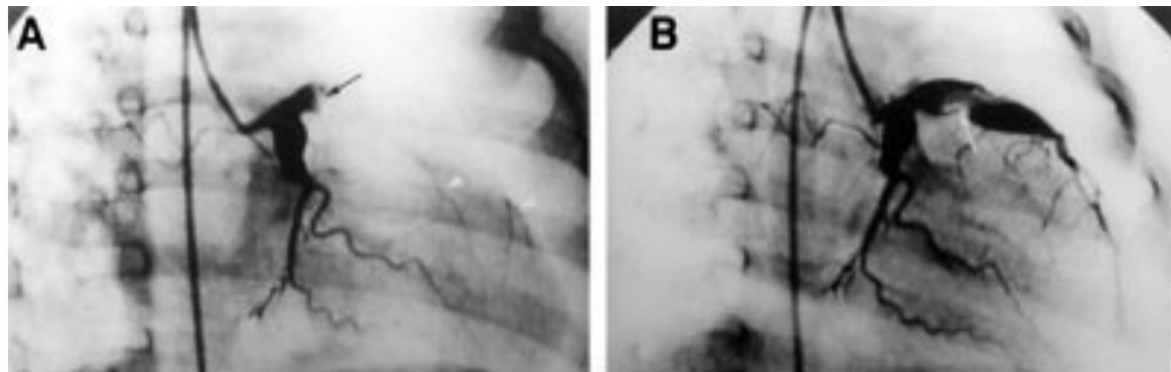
Upper panels: selective left coronary angiograms before and after intracoronary thrombolytic treatment in a one year old boy, showing partial thrombolysis within the aneurysm of the proximal left anterior descending coronary artery (LAD). Lower panels: serial cross sectional echocardiograms from the same patient. The left and middle panels show images before and one hour after intracoronary thrombolytic treatment. The right panel is the echocardiogram done one day after thrombolytic treatment.
